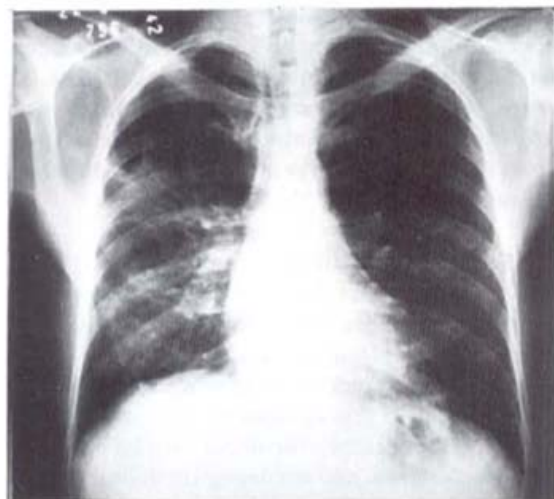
e 4 — Radiografia do 25º dia de internação (na alta da UTI) e de 2 meses após início do quadro demonstrando regressão de imagens radiológicas.
